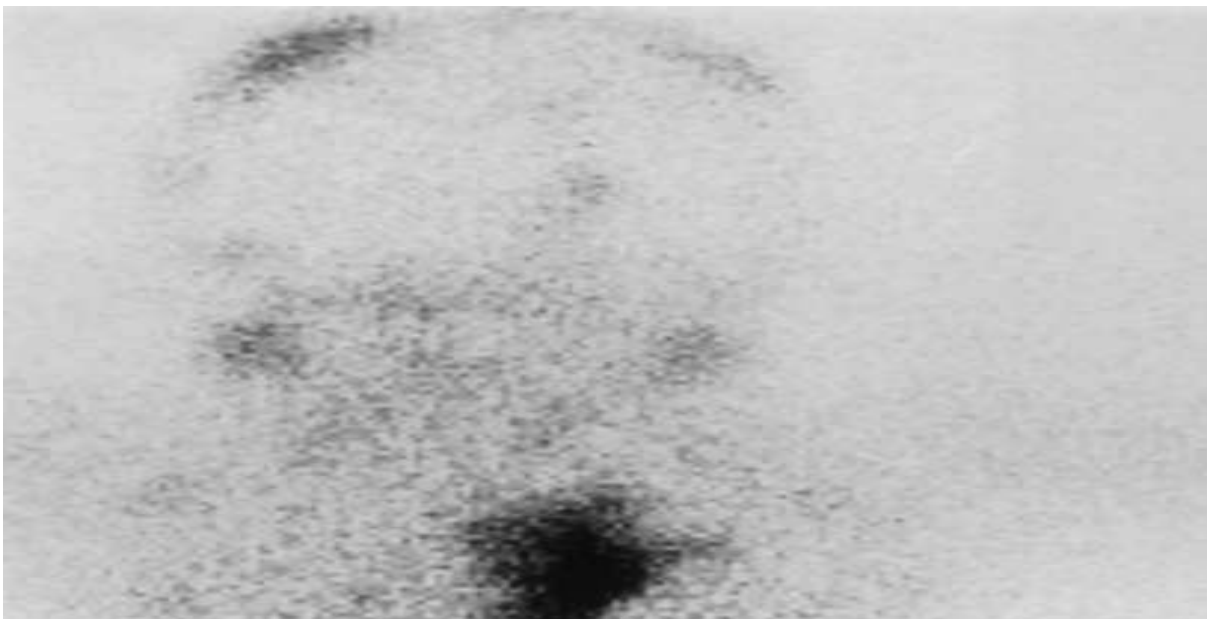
scintigraphie MIBG de la région de la tête et du thorax montrant une fixation anormale de l'isotope au niveau de la région para-vértébrale chez un patient porteur d'un neuroblastome thoracique.
